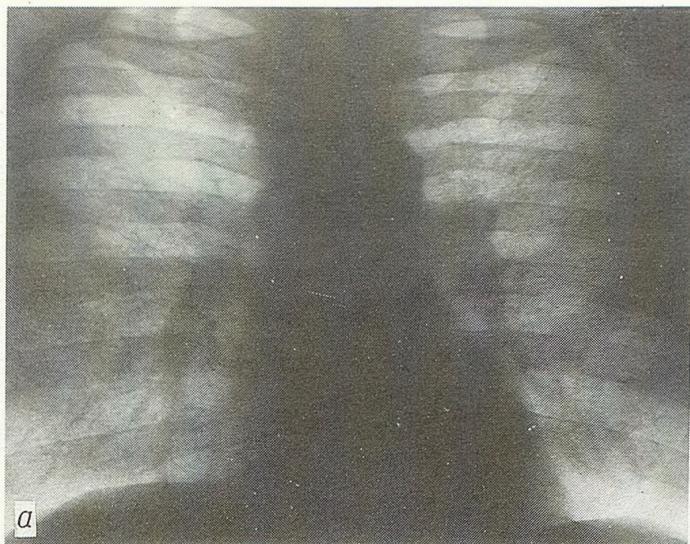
Обзорная рентгенограмма грудной клетки того же больного
